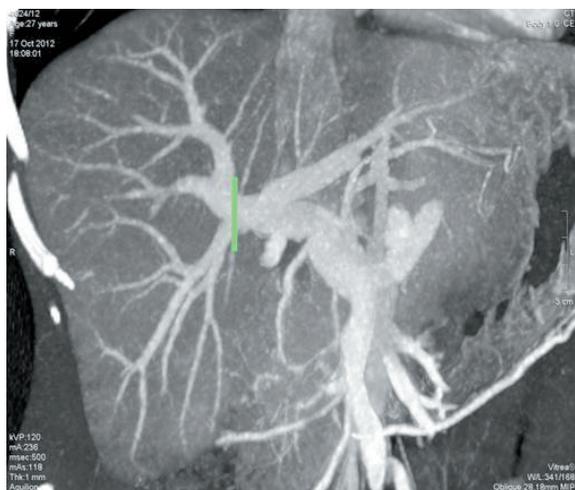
Короткая правая ветвь воротной вены донора. Предоперационная компьютерная томография. Зеленым цветом отмечена линия резекции
